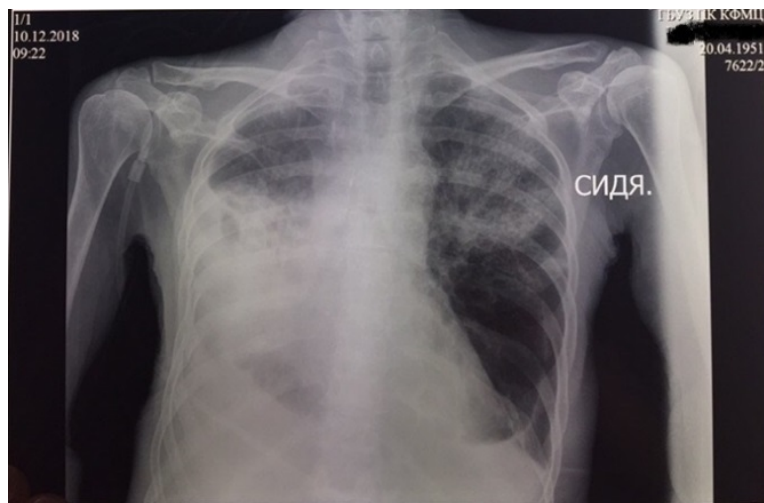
Рентгенограмма органов грудной клетки от 10.12.2018
